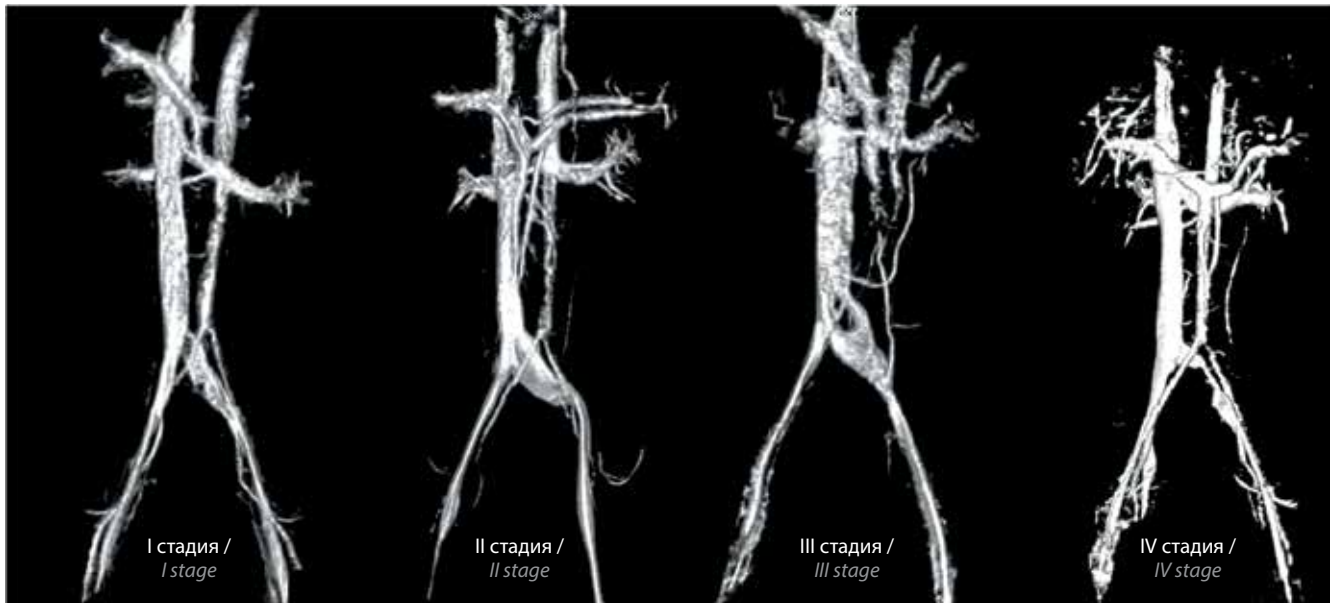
Стадии синдрома Мея–Тернера по данным магнитно-резонансной томографии нижней полой вены и сосудов малого таза с 3D-реконструкцией: I – компрессия левой общей подвздошной вены; II – компрессия левой общей подвздошной вены с ее дилатацией; III – компрессия левой подвздошной вены со смыканием стенок сосуда в центральной его части и с ее дилатацией; IV – выраженное и протяженное сужение просвета левой общей подвздошной вены
